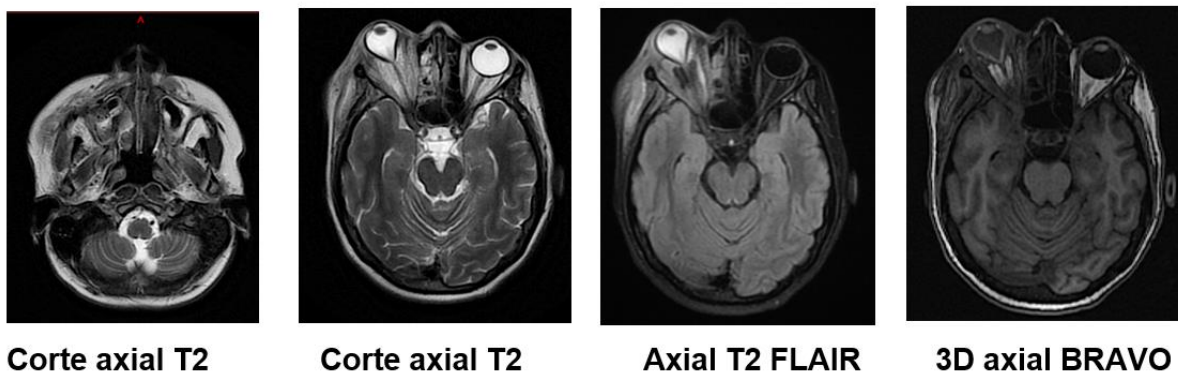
Resonancia cerebral con contraste. Imágenes en secuencias axiales T2, T2-FLAIR y 3D BRAVO. Se observa señal hiperintensa en la cavidad intraconal derecha que se extiende hacia la lámina papiracea, con protrusión y deformación del globo ocular. Se evidencia además dilatación del seno esfenoidal derecho con contenido hipointenso en T2/T2-FLAIR.
